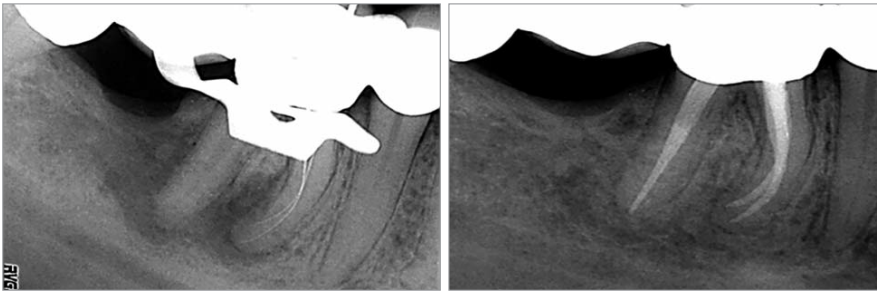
Röntgenmessaufnahme Zahn 46 nach Überwindung einer intrakanalären Obliteration mit einer ausgedehnten apikalen Aufhellung. Seit Jahren bestand eine Fistel, die sich regelmäßig unterhalb der Brücke entleerte. – Abb. 4b: Nach zwei Jahren ist auf der Röntgenkontrollaufnahme eine vollständige Reossifikation erkennbar. Die Fistel war bereits nach zwei Tagen abgeheilt.
